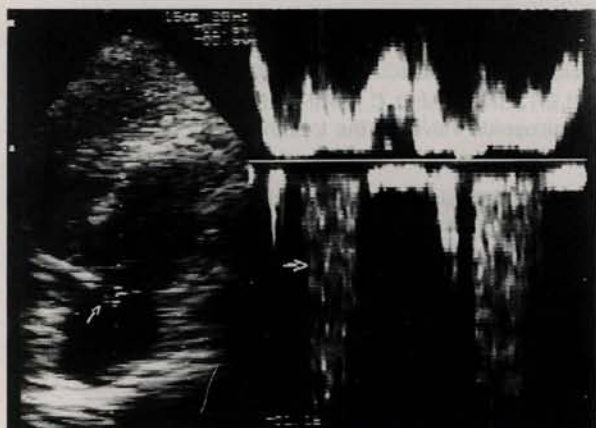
Análise dopplercardiográfica com amostra Doppler em átrio direito demonstrando discreto refluxo tricúspide.
